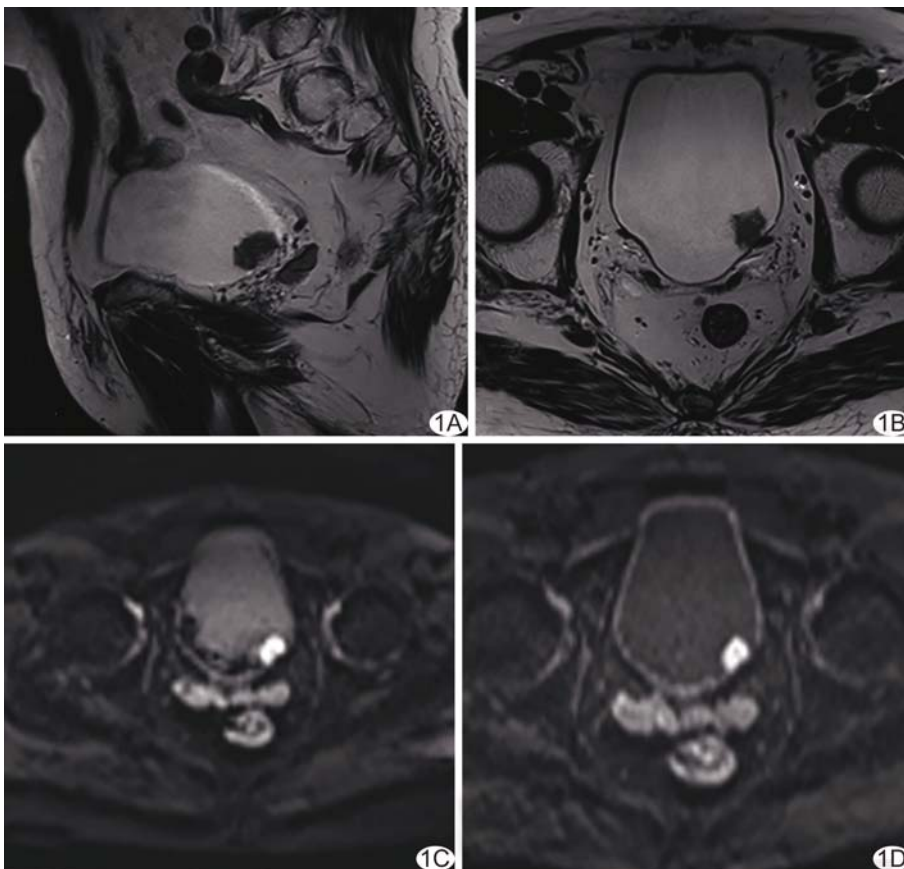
患者男, 80 岁, 膀胱癌 (T1 期, 低级别尿路上皮癌) A、B. 矢状位 (A) 及轴位 (B) T2WI 示膀胱左后壁结节呈等或略高信号, 最大径 14.53 mm, 边界尚清, 膀胱壁肌层连续性尚可; C、D. 常规 DWI (C) 及 iShim-DWI (D) 示病灶呈高信号, 膀胱壁肌层连续性无中断, ADC 为 0.90 × 10⁻³ mm²/s
